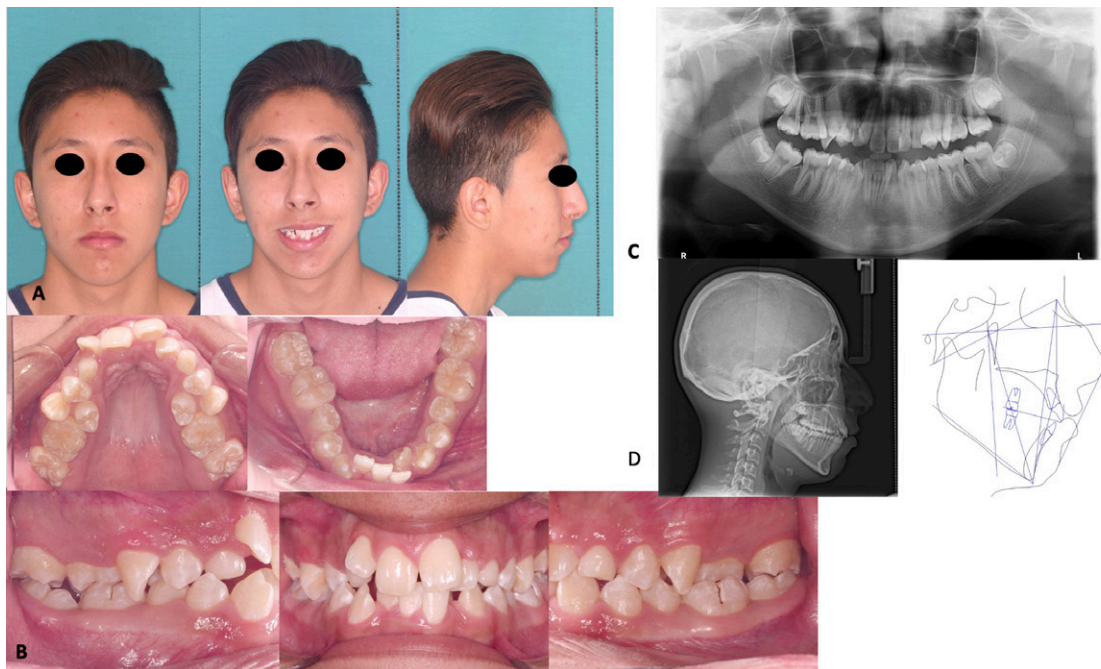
Fotografías y radiografías iniciales. A. Fotografías extraorales de frente, sonrisa y perfil. B. Fotografías intraorales. Se observa la transposición completa bilateral de caninos superiores con primeros premolares, el apiñamiento severo superior e inferior, la mordida cruzada posterior de primeros molares permanentes, segundos premolares rotados a mesial y caninos superiores temporales en boca. C. Ortopantomografía. D. Radiografía lateral de cráneo con el trazado cefalométrico de Steiner inicial.
